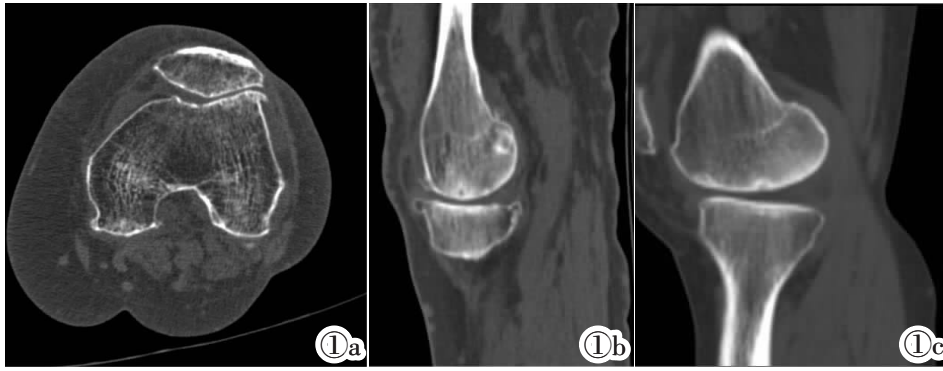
CT 对膝关节软骨损伤患者的分级诊断图。图 1a:女,82 岁。CT 检查显示左膝关节退行性变,左股骨外髁慢性骨软骨损伤、关节少量积液,诊断为膝关节软骨 I 级损伤;图 1b:女,66 岁。CT 矢状位三维重建显示左膝关节退行性变、关节滑膜炎、关节少许积液、左股骨滑车骨软骨损伤,诊断为膝关节软骨 II 级损伤;图 1c:女,61 岁。CT 矢状位三维重建显示左膝关节退行性变;左股骨内侧髁
